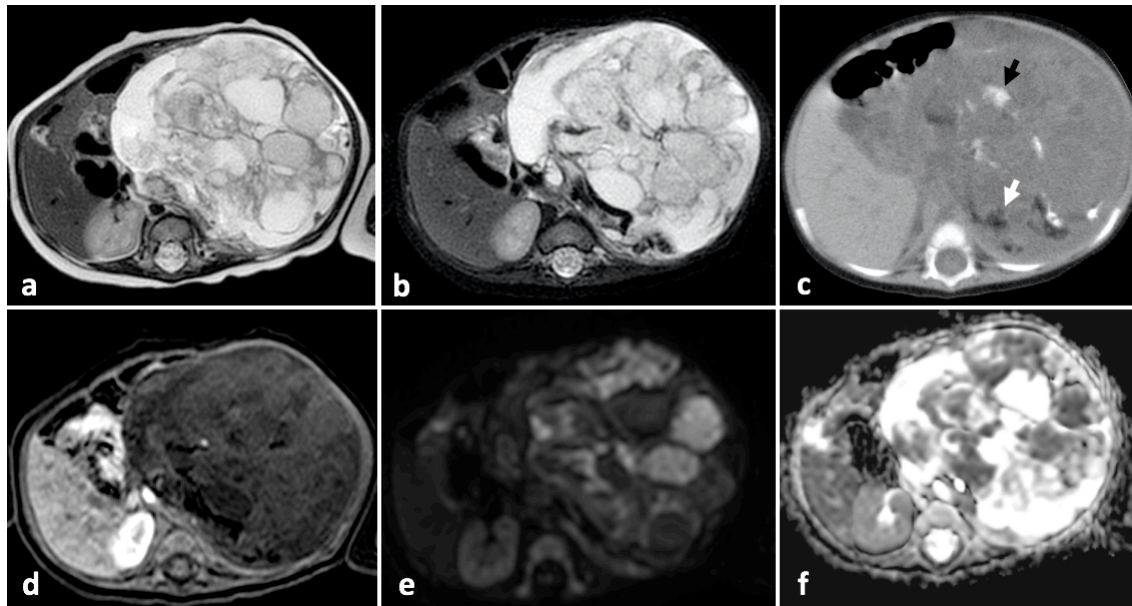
Paciente femenina de 5 meses de edad. Resonancia magnética contrastada de abdomen planos axiales T2 (a), T2 con supresión grasa (b), T1 con contraste (d), DWI (e) y mapas de ADC (f) que muestra masa con composición tumoral predominantemente quística de más de 10 cm de tamaño, que cruza la línea media y presenta realce heterogéneo con el medio de contraste y focos de restricción a la difusión. Contenía calcio y grasa al interior, mejor observado en tomografía simple (flechas negra y blanca en c). El resultado de la histopatología fue el de un teratoma inmaduro.
